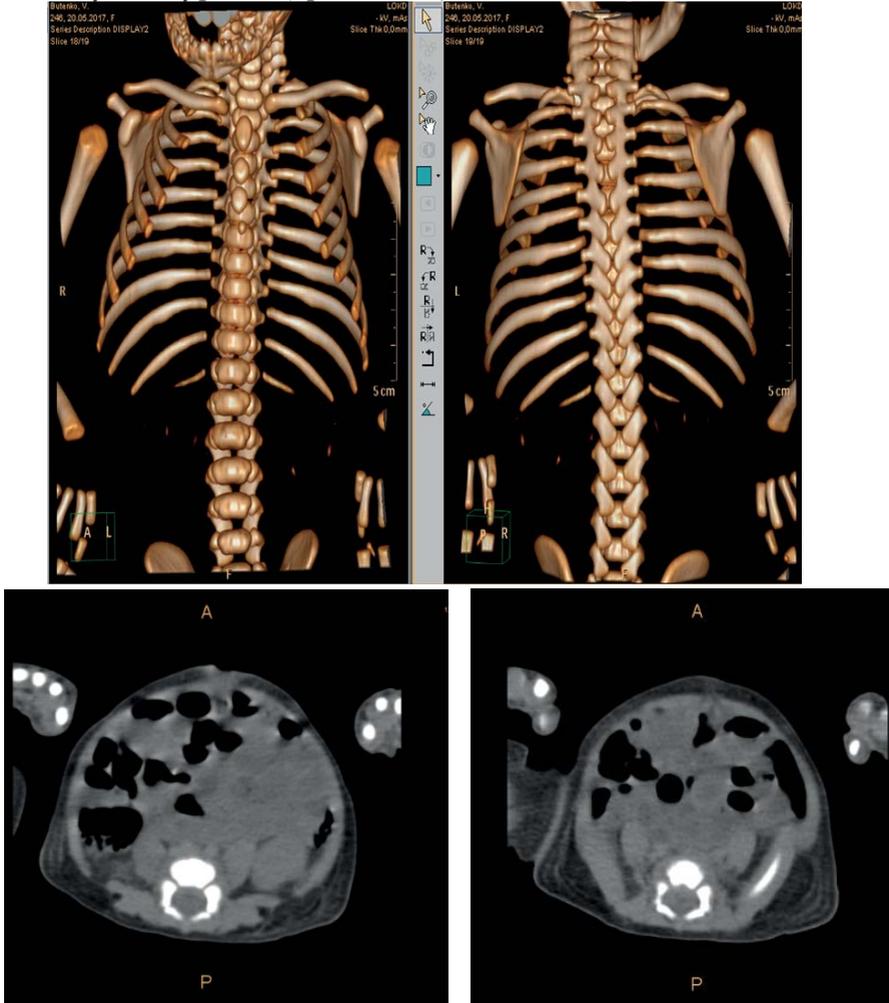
МСКТ органов грудной клетки.
